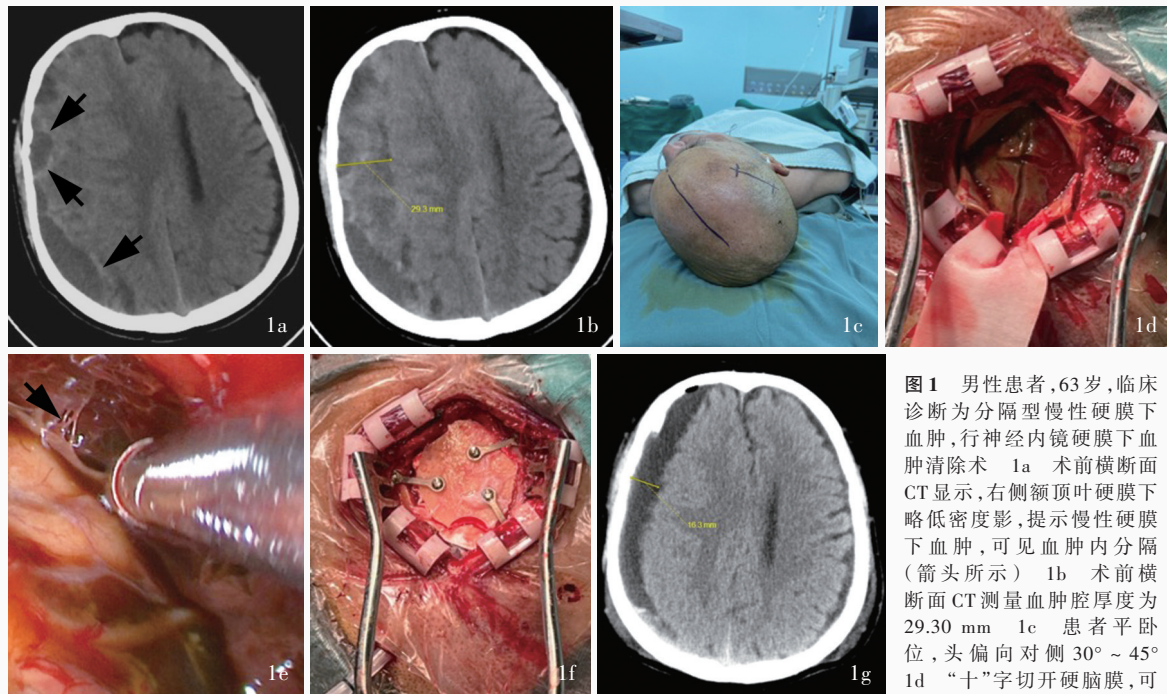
男性患者,63 岁,临床诊断为分隔型慢性硬膜下血肿,行神经内镜硬膜下血肿清除术 1a 术前横断面 CT 显示,右侧额顶叶硬膜下略低密度影,提示慢性硬膜下血肿,可见血肿内分隔(箭头所示) 1b 术前横断面 CT 测量血肿腔厚度为 29.30 mm 1c 患者平卧位,头偏向对侧 30°~45° 1d “十”字切开硬脑膜,可见血肿假膜 1e 神经内镜
